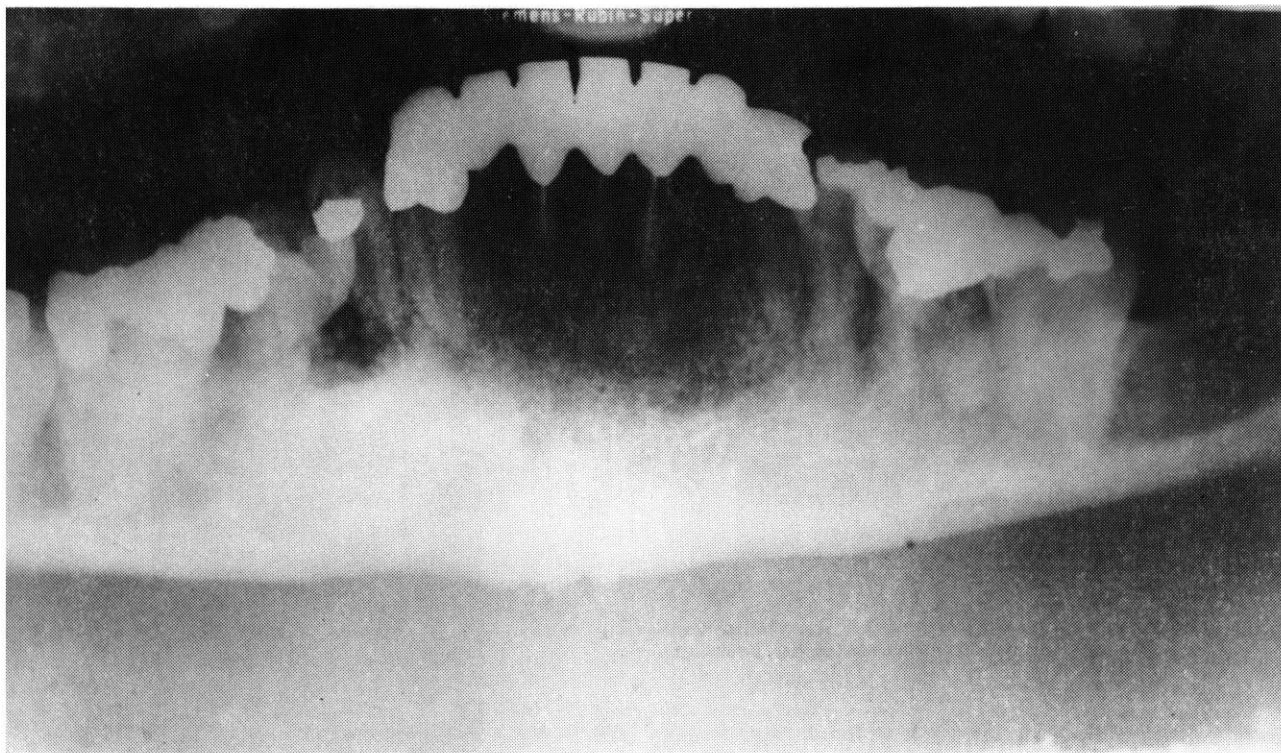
Panoramatické röntgenové snímky
